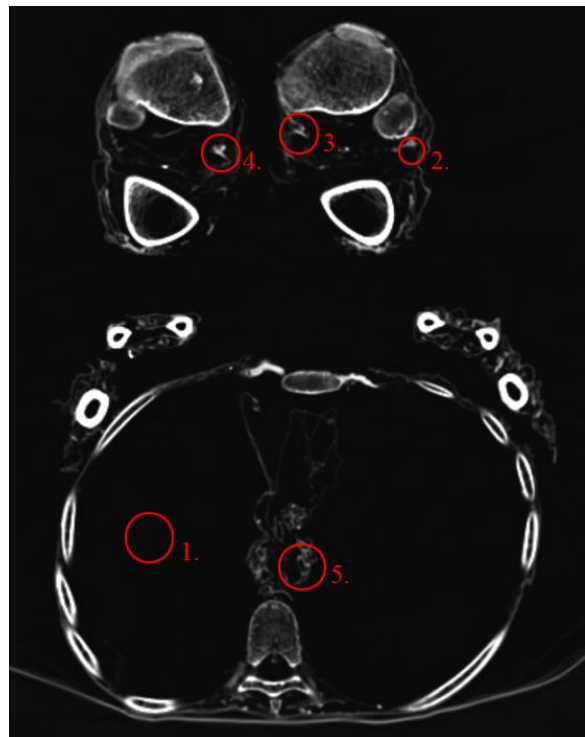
Peru, Bild 6, CT
